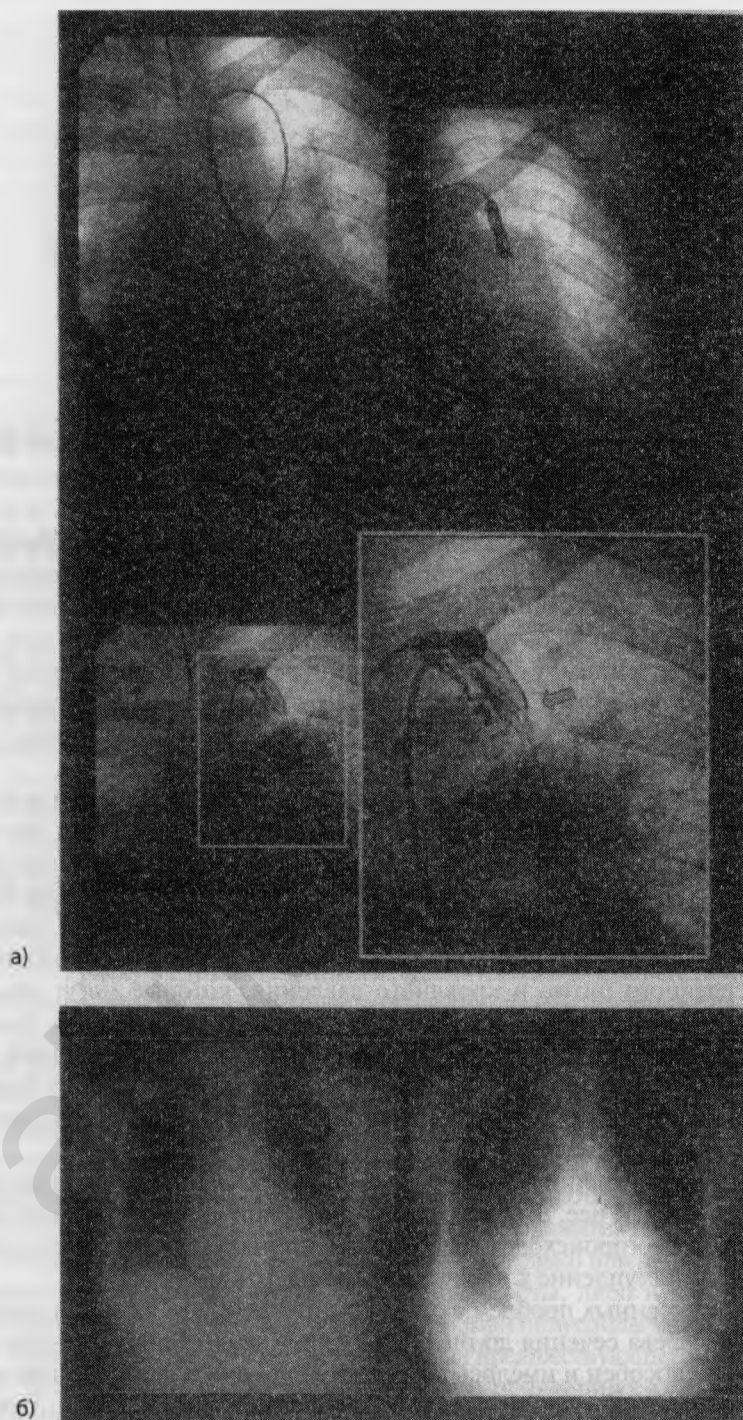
Ангиограмма той же пациентки (рис. 21.1): а) Лечение тяжелого стеноза левого участка шунта Блелока с помощью стента (стрелки). б) Рентгенограмма пациентки до чрескожного вмешательства и спустя 6 месяцев после него (см. текст)
